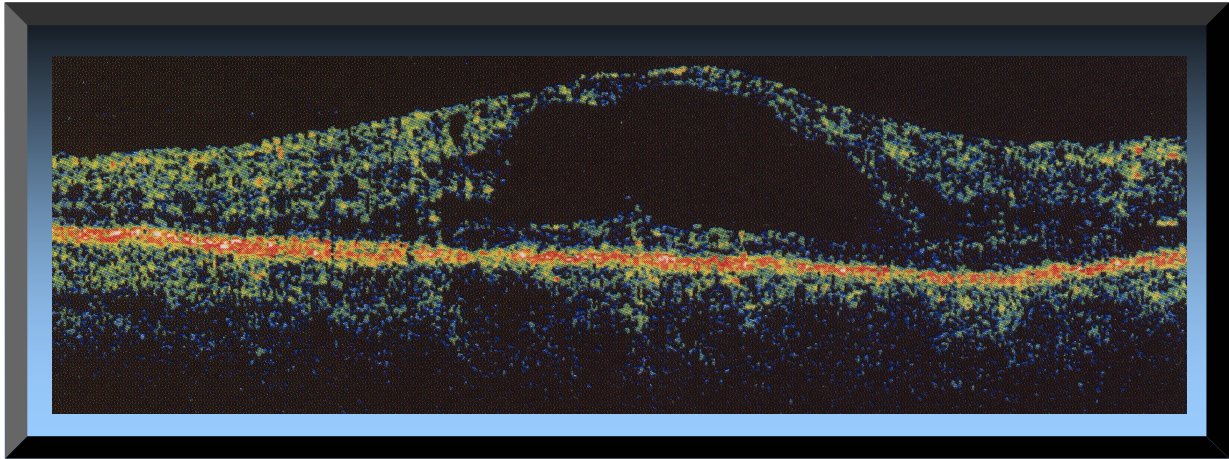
Imagen de tomografía de coherencia óptica de desprendimiento de retina seroso. Hay una desaparición de las paredes de las células retinianas, con coalescencia de las cavidades. El resultado es un desprendimiento seroso de la retina sensorial. La OCT muestra una cavidad ópticamente clara entre la retina elevada y el EPR⁶⁰.
